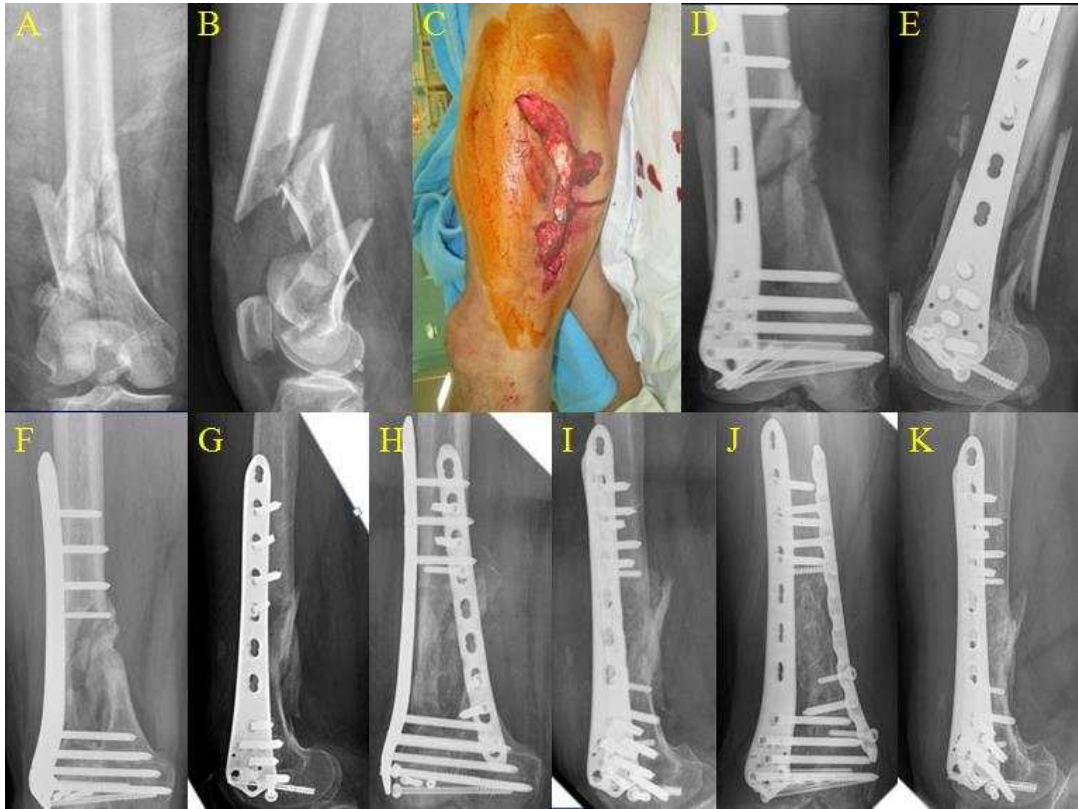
58 year-old male patient with traffic accident, (A,B,C) Initial x-rays show right distal femur open fracture, A0 33-C2, open type IIIa. (D,E) Immediate postoperative x-ray show closed reduction and internal fixation with LCP 7H (F,G) Postoperative 1 year X-ray show nonunion. (H,I) Second postoperative x-ray show additional plating with allogeneous bone graft. (J,K) Postoperative 6 months X-ray show bone union.
